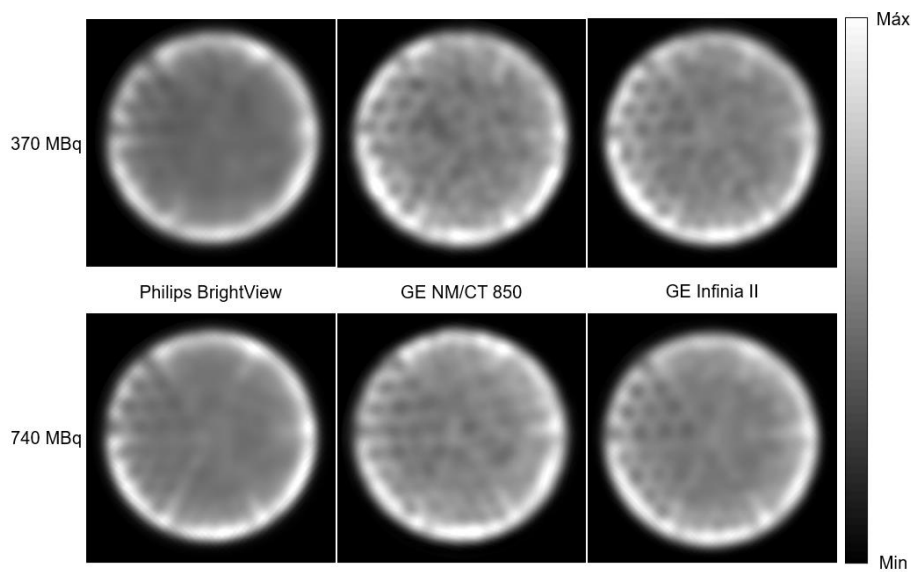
Imagens SPECT do fantoma Jaszczak, para avaliação da resolução espacial de cada CG, seguindo os parâmetros de aquisição e reconstrução utilizados na prática clínica do respetivo serviço de MN, para diferentes atividades de ^{99m}Tc .
